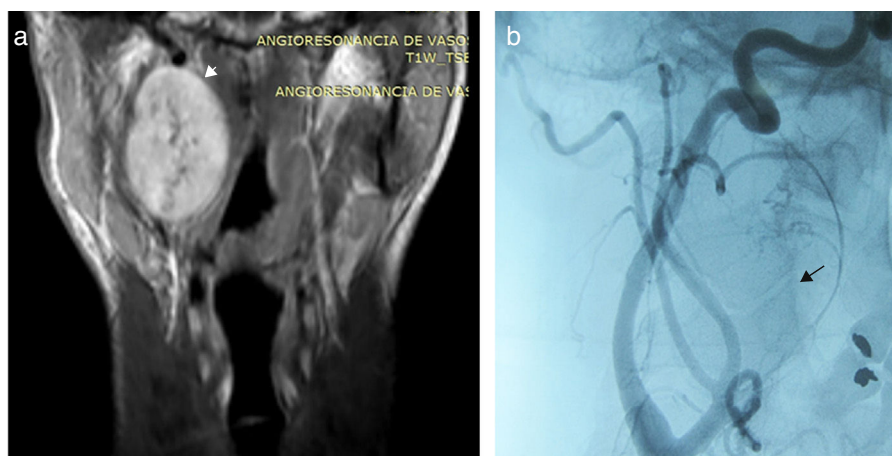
(a) Resonancia magnética en corte coronal y ponderación T1 con contraste. (b) Angiografía digital identifica la vascularización que presentaba la lesión sólida (flecha).
